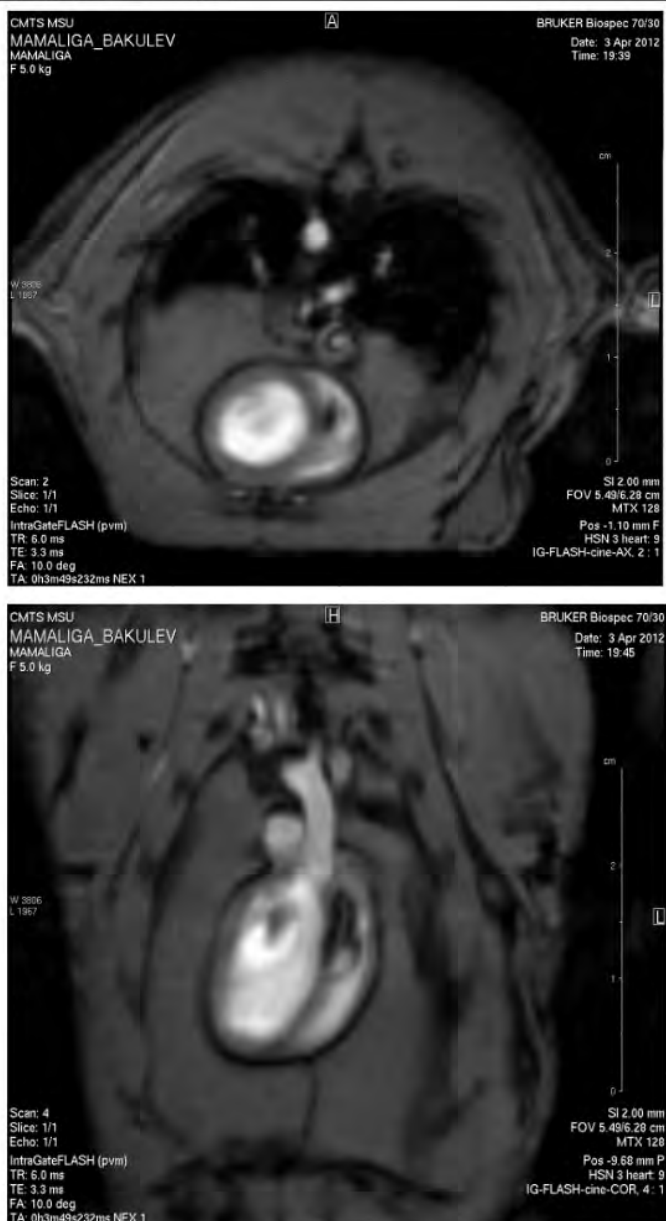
МРТ сердца при компенсированной сердечной недостаточности
